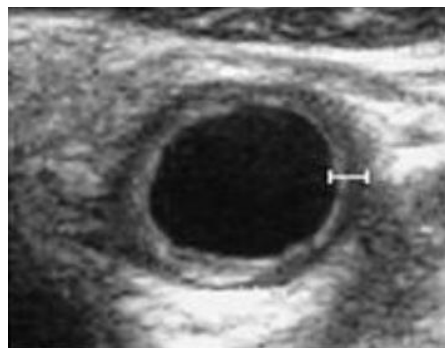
Echodoppler : épaissement pariétal circonférentiel d'une carotide primitive chez un enfant atteint de la maladie de takayasu⁶⁴.
